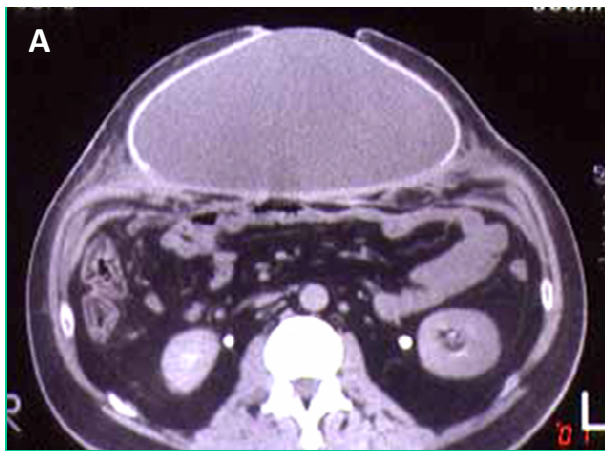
Figura Nro .5. Malla de PTFE-e expuesta e infectada, A) TC mostrando gran seroma encapsulado debajo de la malla, B y C) dos imágenes de malla de PTFE-e infectada y con flictenas.
